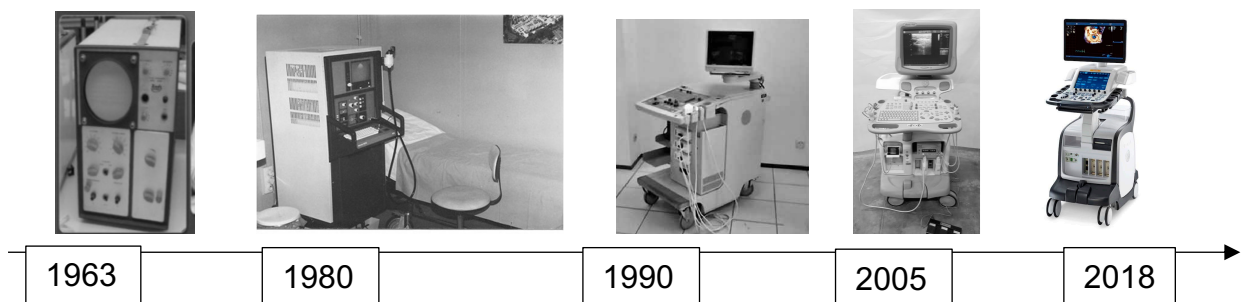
Chronologie représentant les progrès des systèmes d'échographie de 1963 à nos jours
